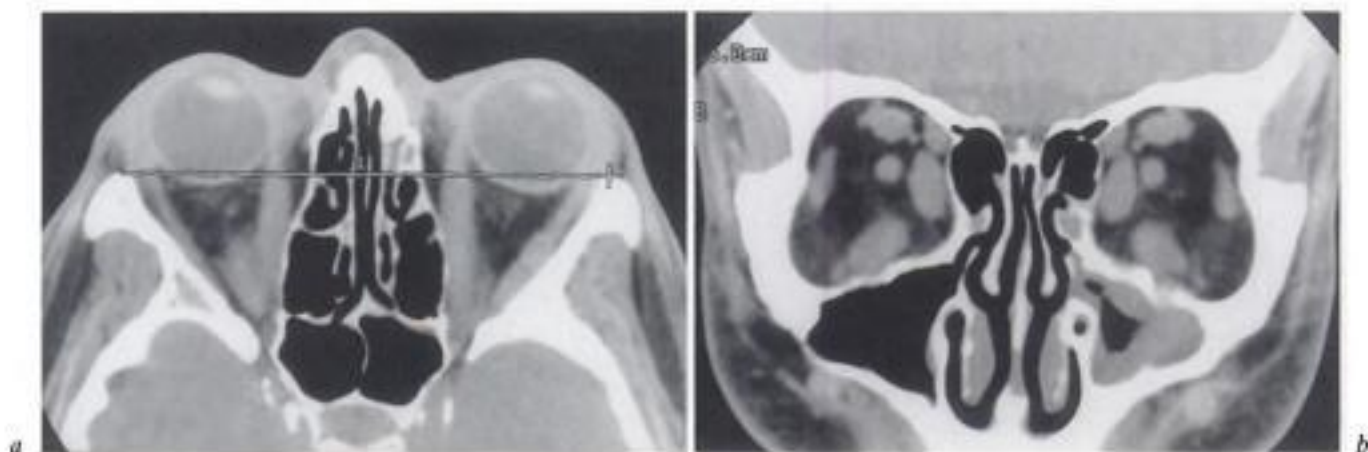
Ophtalmopathie thyroïdienne récente. Femme 45 ans. Bilan TDM.
